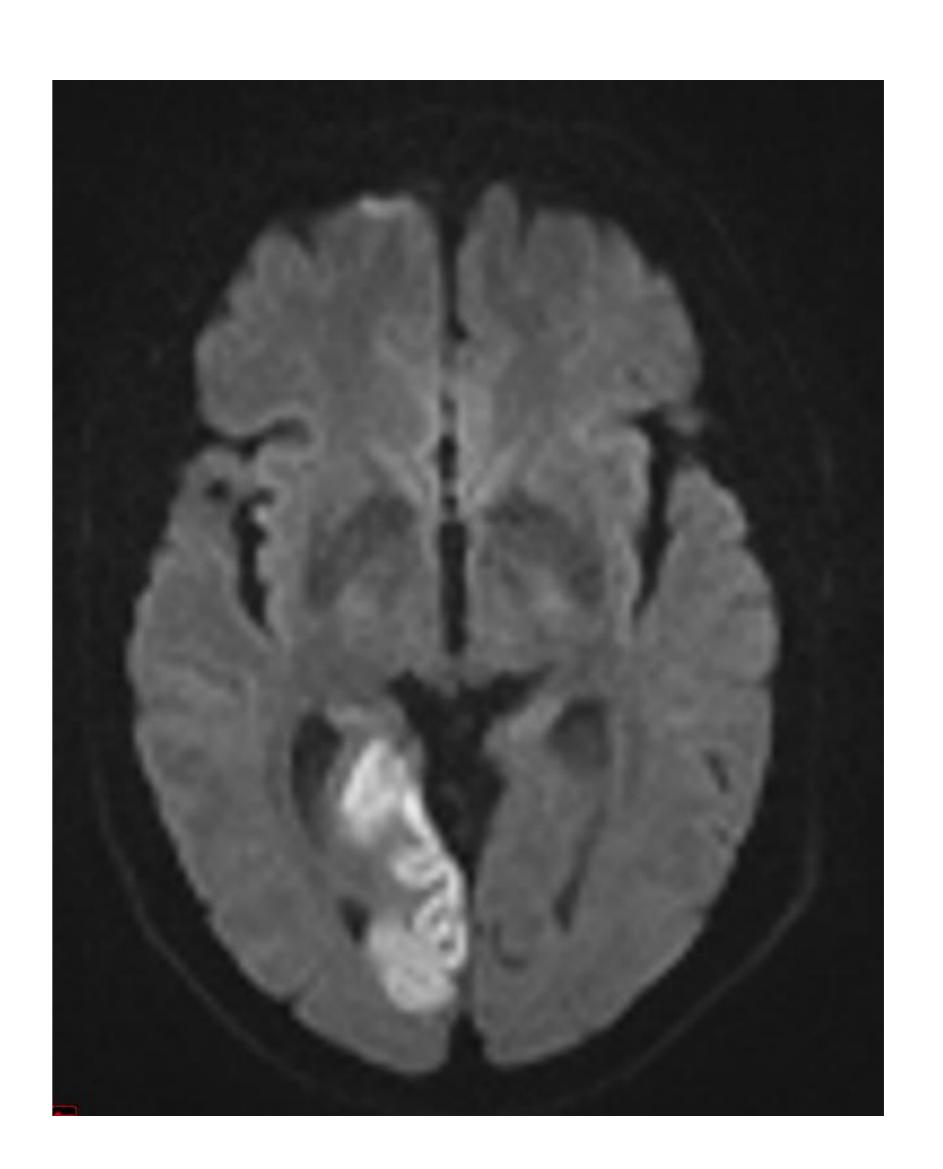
Ictus de ACP derecha en RM (hipointenso en T1, hiperintenso en T2 y restringe en DWI). El paciente debutó con hemianopsia homónima izquierda.
